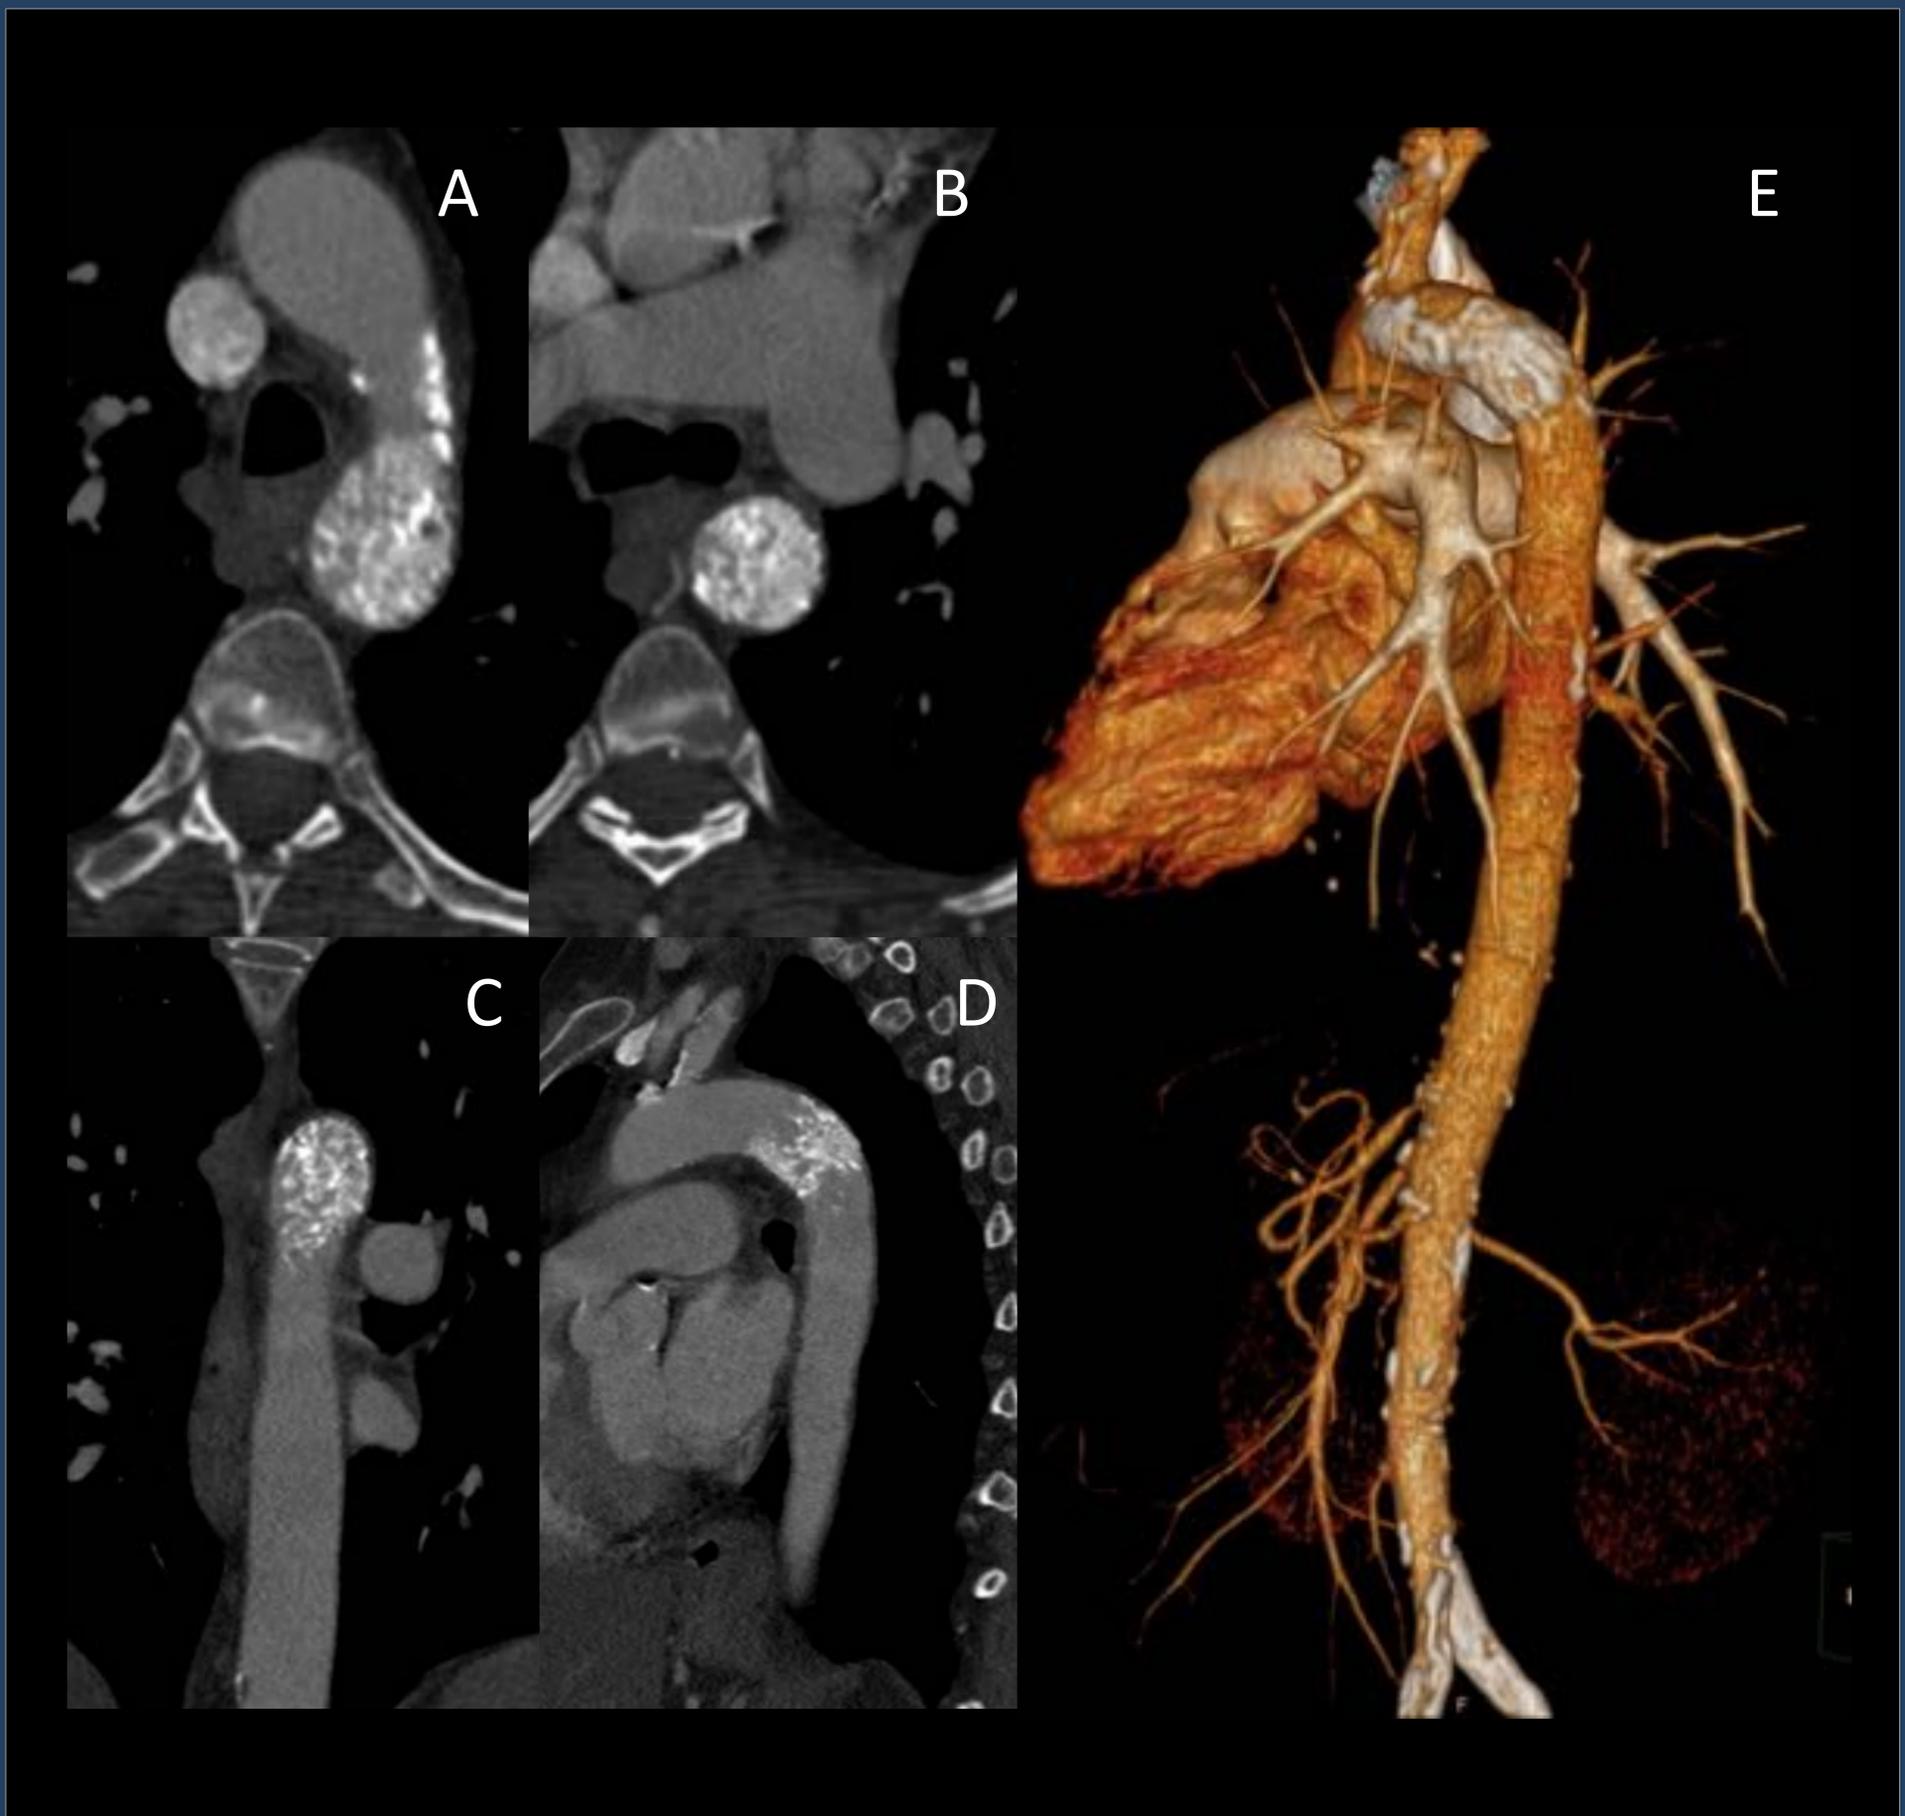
Aorta en barrera de coral . A,B, C, D: TC RMP axial, axial oblicuo, coronal y sagital con contraste intravenoso donde se visualizan las marcadas calcificaciones de la pared aórtica con prolongaciones serpinginosas e irregulares hacia la luz aórtica, completamente obstruida. E: TC 3D volume rendering con visualización del árbol vascular con las calcificaciones aórticas.
